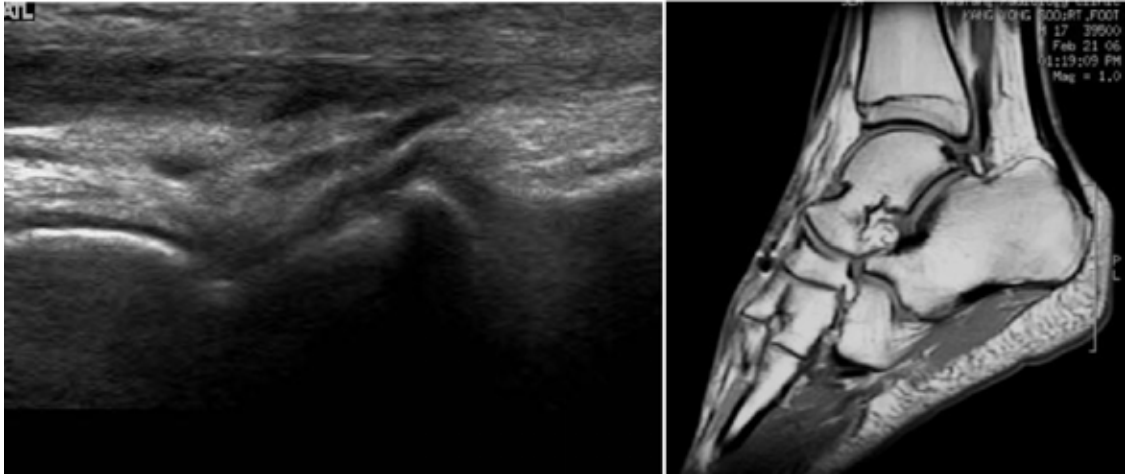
Under the sonograph & MRI of foot sagittal image. Discontinued tendon can be seen.
